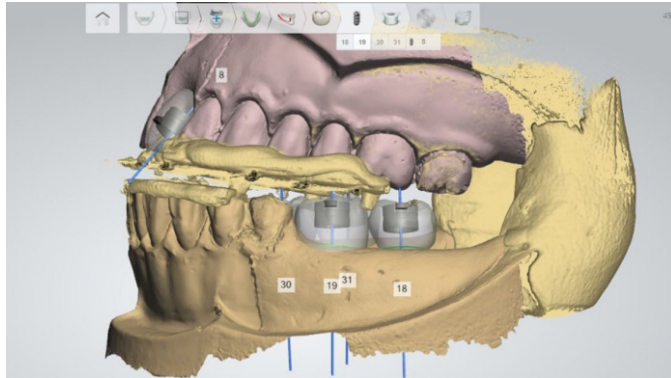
The merged image of the CBCT scan and the intraoral scan.
